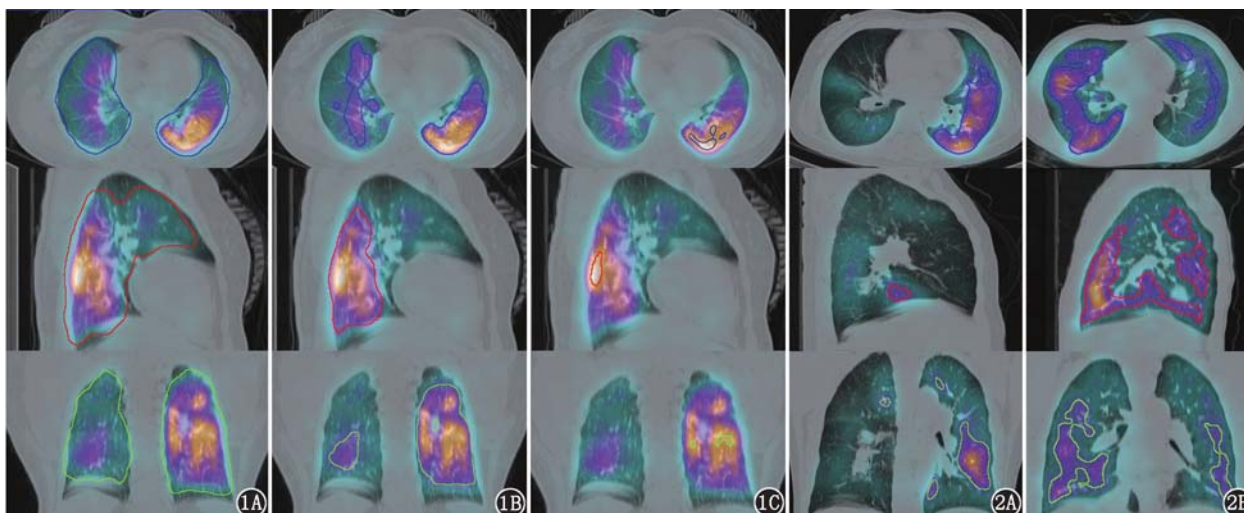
不同百分比阈值下双肺灌注体积⁹⁹Tc^m-聚合白蛋白(MAA)肺灌注 SPECT/CT 显像图(曲线标注范围)。1A. 15% 阈值;1B. 40% 阈值;1C. 85% 阈值 图 2 慢性血栓栓塞性肺动脉高压(CTEPH)患者 40% 阈值下双肺灌注体积⁹⁹Tc^m-MAA SPECT/CT 显像图。2A. 患者女,59 岁,双肺灌注体积 454.99 cm³,肺动脉平均压(mPAP) 61 mmHg(1 mmHg=0.133 kPa),肺动脉收缩压(PASP) 105 mmHg,肺动脉舒张压(PADP) 38 mmHg,肺血管阻力(PVR) 17.20 Wood U;2B. 患者男,30 岁,双肺灌注体积 1 020.64 cm³,mPAP 29 mmHg,PASP 41 mmHg,PADP 19 mmHg,PVR 3.99 Wood U
